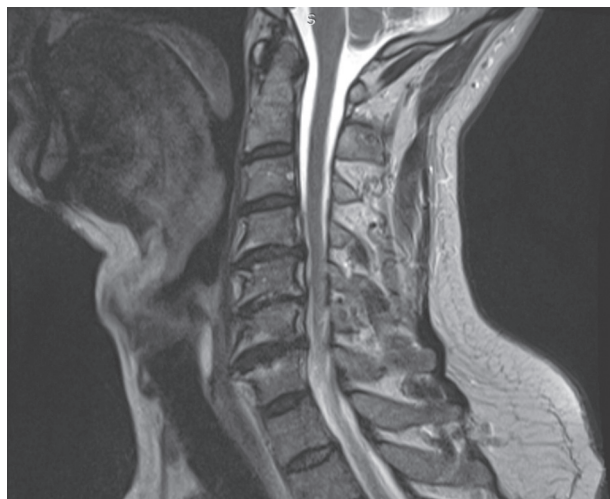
МРТ шейного отдела позвоночника (сагиттальная проекция): клювовидные костные разрастания C3–C6 позвонков
